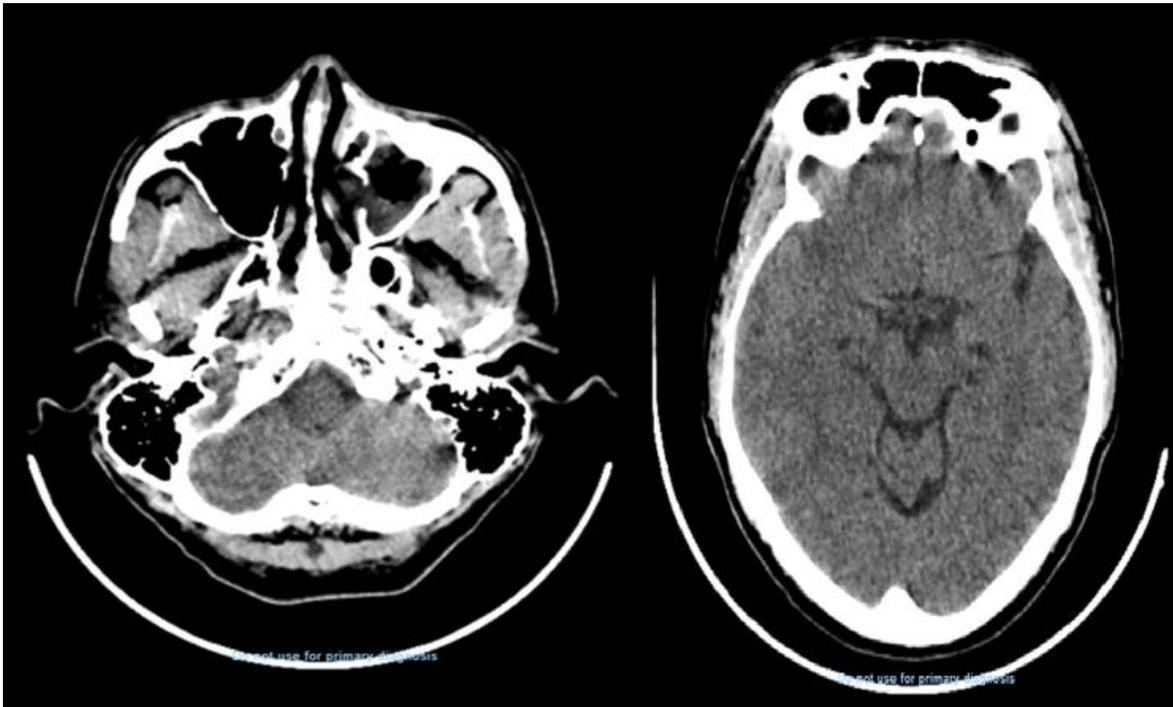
Tomografía de cráneo simple.
